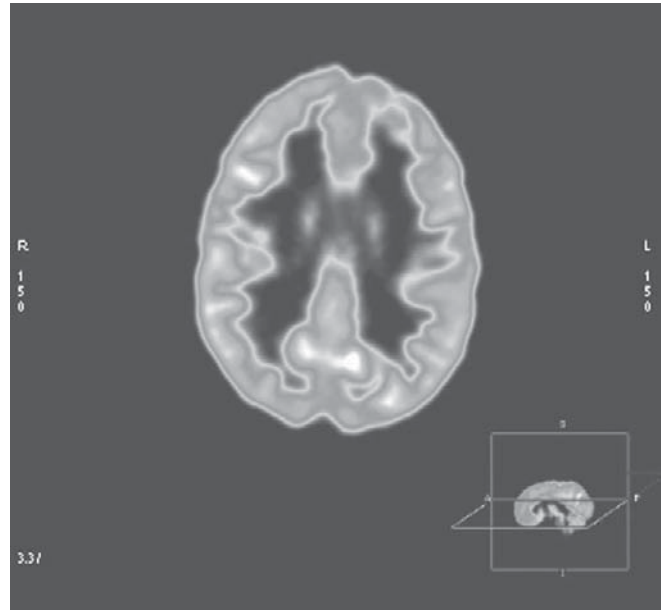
Displasia cortical. Obsérvese zona de hipometabolismo frontal izquierda en una PET.
